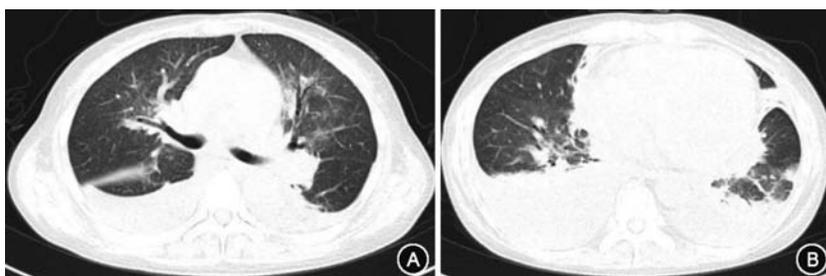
2019 年 4 月 9 日患者胸部高分辨 CT 检查结果 A: 双肺多发磨玻璃影, 双侧胸腔积液; B: 双侧胸腔积液, 心影增大
